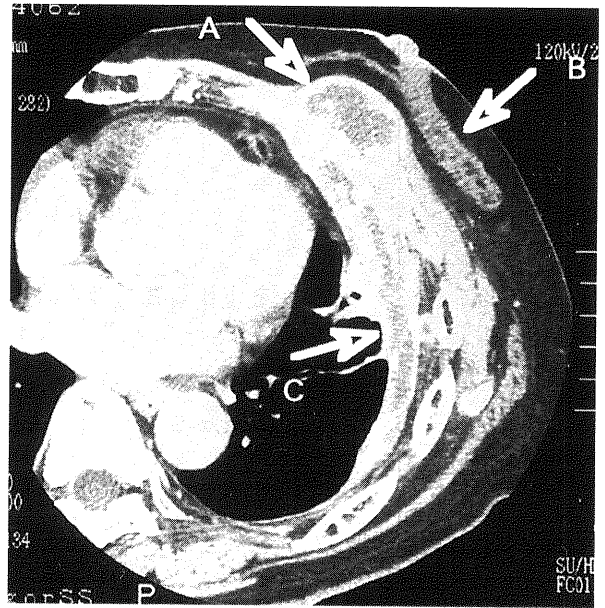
入院時CT検査。矢印Aは胸壁外の膿瘍を示す。内部は低吸収である。肋骨に変化はみられない。矢印Bは乳腺を示す。矢印Cは膿胸腔を示す。壁に一部石灰化を認められる。
